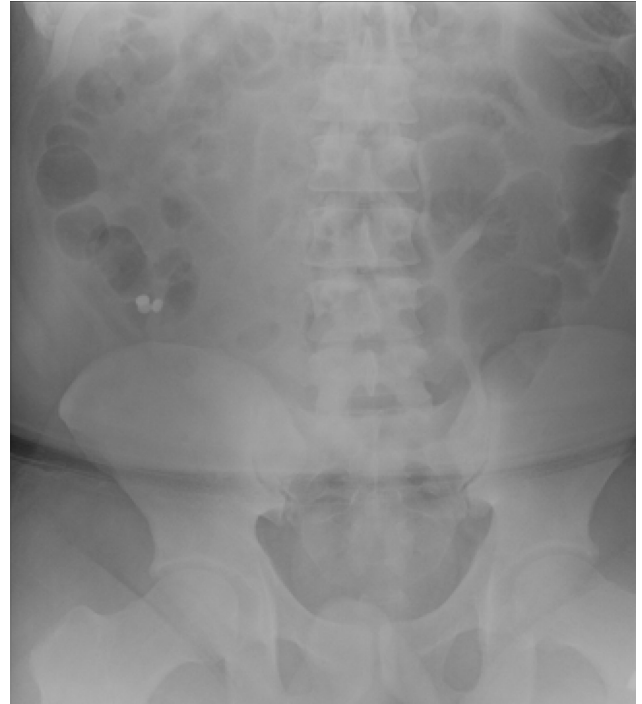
Supine abdominal radiography image showed radio-opaque oval shape objects in the presumed cecum.
